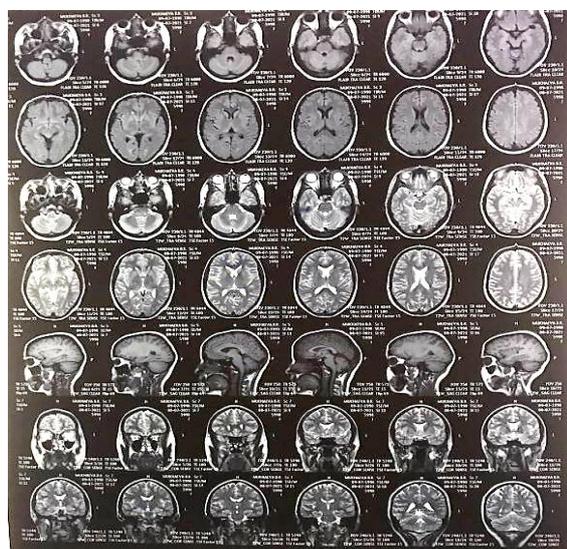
МРТ головного мозга пациентки, см. четвертый снимок (срез), если смотреть сверху
